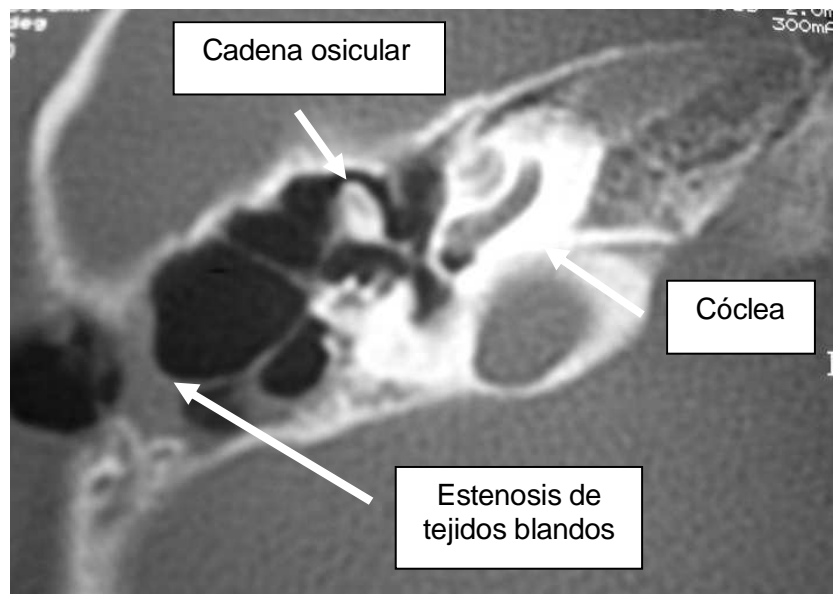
Paciente 1 TC axial de oído derecho.
